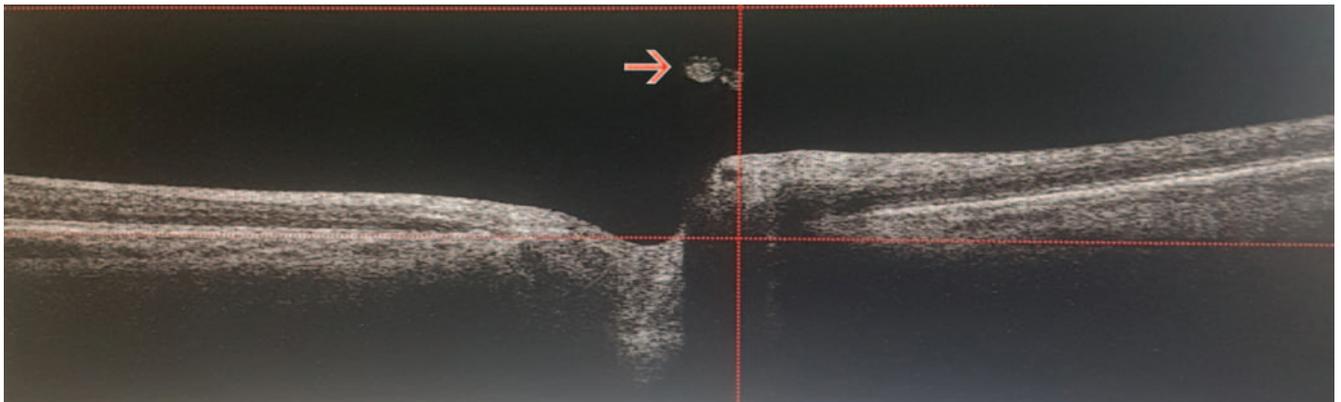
ОНТ-томограмма плавающего помутнения стекловидного тела по типу кольца Weiss (↑)
